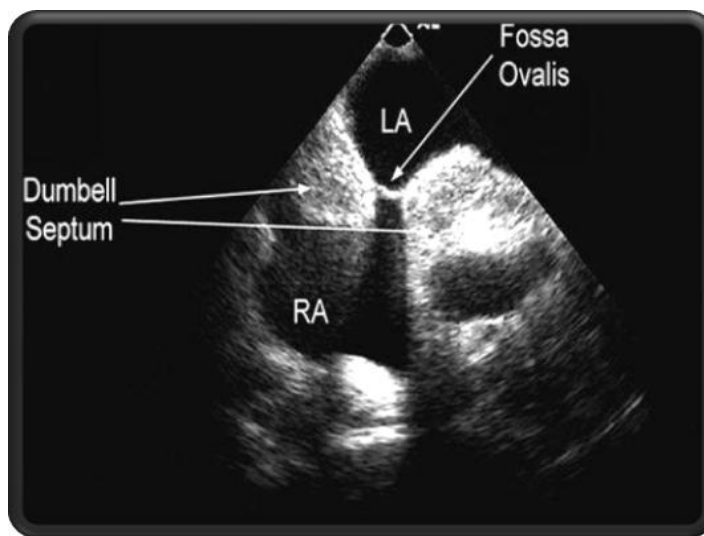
Ecocardiograma trans-torácico que revela a típica forma bilobada da hipertrofia lipomatosa do septo inter-auricular (Adaptado de: Mahmood, S. et al., 2006)
